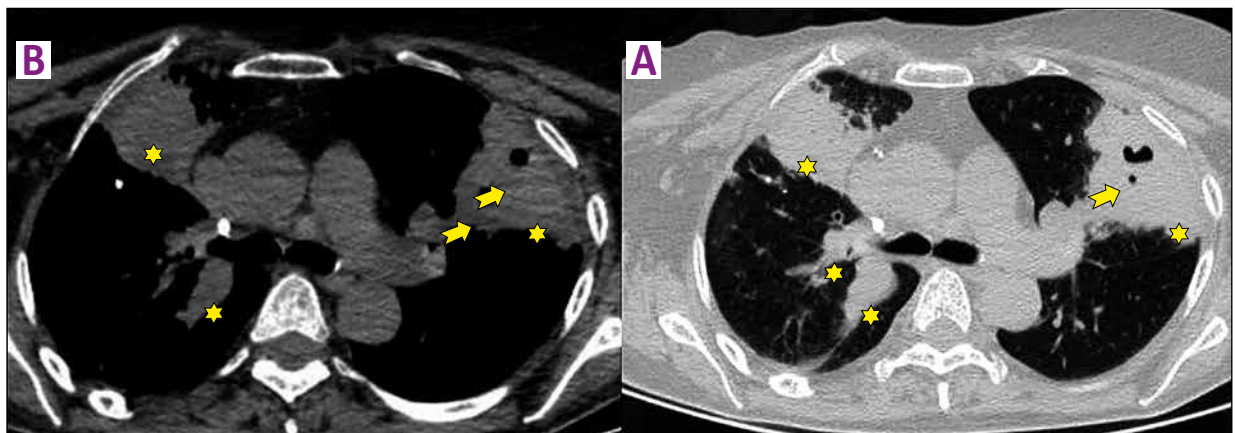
Tomografía de tórax, vista axial en ventanas mediastinal (A) y parenquimal (B). Consolidaciones subpleurales bilaterales (estrellas) con pequeñas cavitaciones en el lado izquierdo (flechas).
